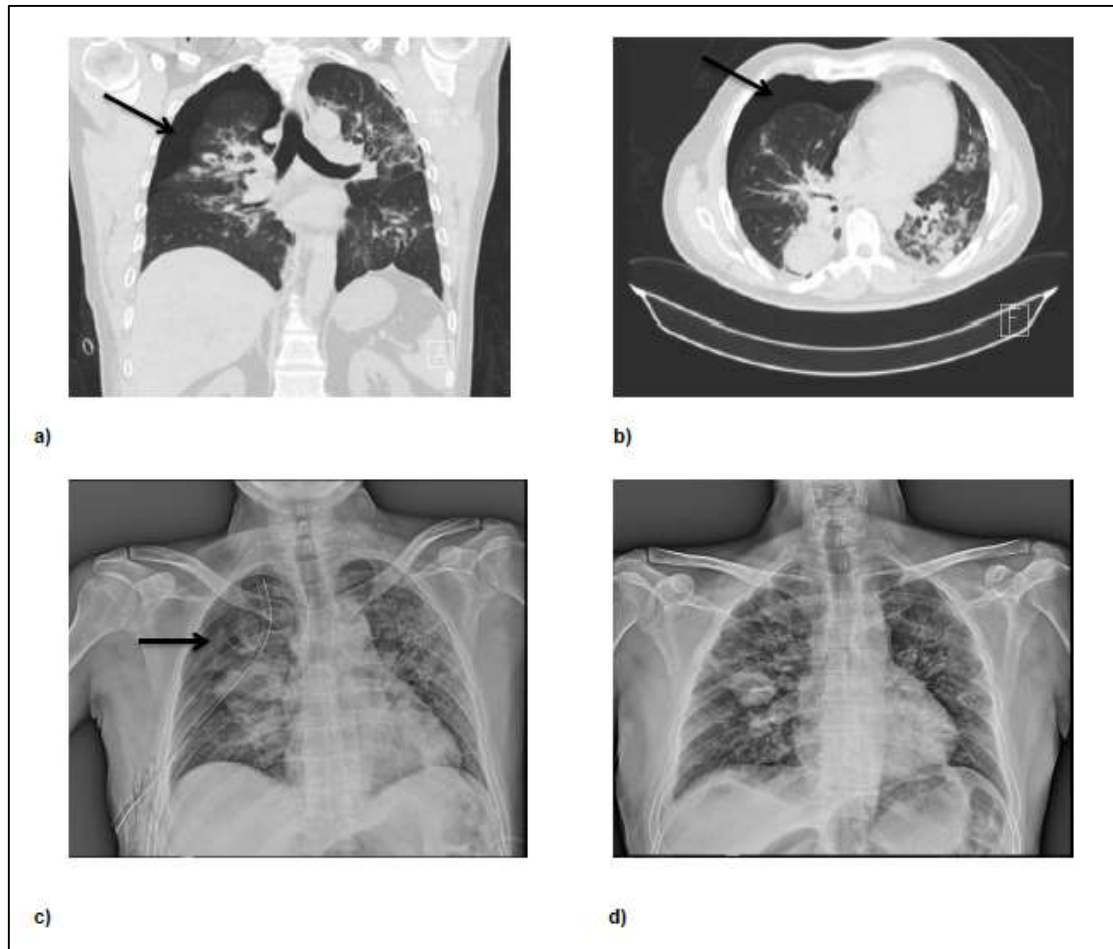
Caso 1 (a y b) Tomografía en su corte coronal y axial en la ventana para pulmón donde se evidencia de vidrio esmerilado en parches y neumotórax del lado derecho (flecha). c) Radiografía de tórax en su proyección anteroposterior con evidencia de opacidades bilaterales periféricas y reticulares con neumotórax derecho y sonda endopleural (flecha). d) Radiografía de tórax en su proyección anteroposterior después del retiro de la sonda endopleural observándose adecuada reexpansión pulmonar derecha con opacidades reticulares en ambos hemitórax sugestivos de secuelas por COVID 19.
